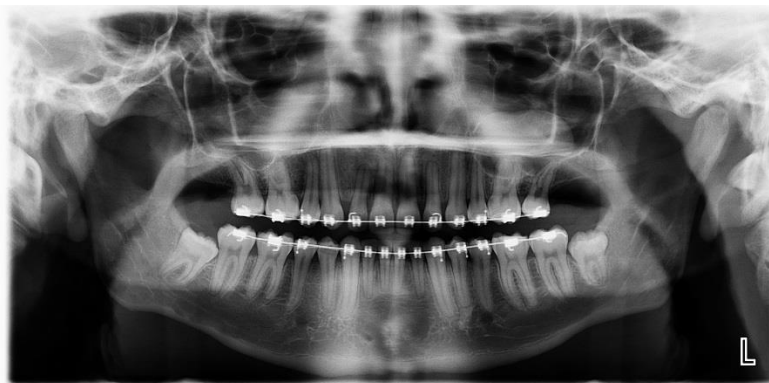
Ortopantomografía de paciente 7279
